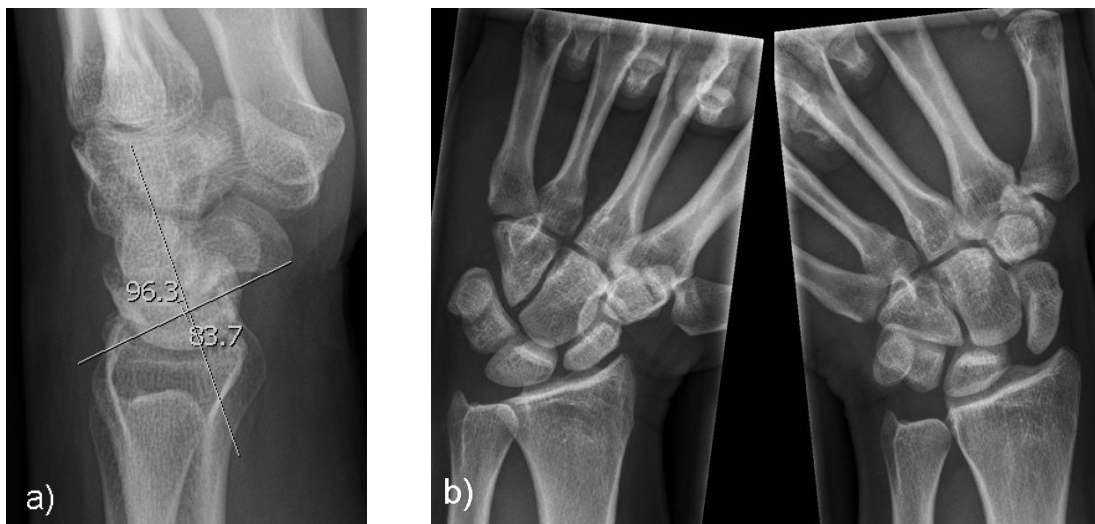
a) Röntgenbild der linken Hand im Seitbild, Bestimmung des SL-Winkels – DISI-Fehlstellung b) SL-Dissoziation in d.p. Röntgenfunktionsaufnahmen bei SL-Bandruptur
